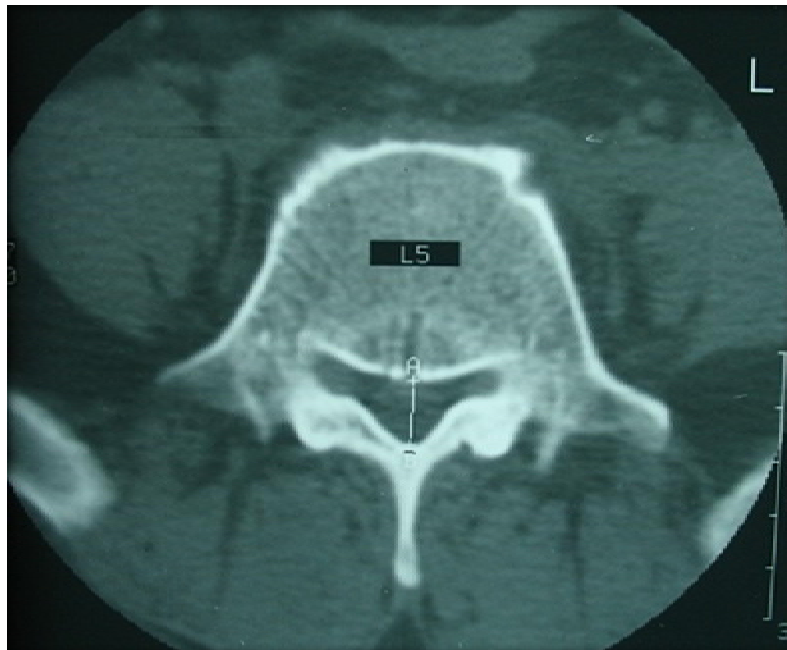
Coupe TDM horizontale en fenêtrage osseux passant par L5 montrant un CLE constitutionnel d'aspect triangulaire.
